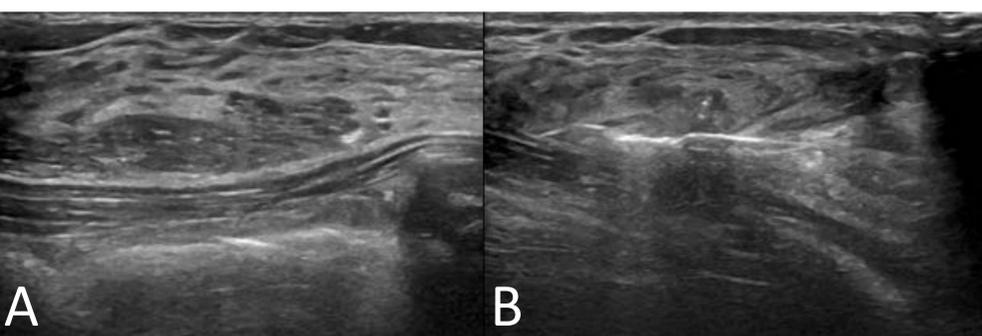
A. En ecografía, se observa un área hipoecogénica con microquistes de unos 13 mm. B. Se realiza BAG ecoguiada con resultado de mastopatía fibroquística. Ante la discordancia radiopatológica, se decide realizar BAV guiada por RM (Figura 26).
